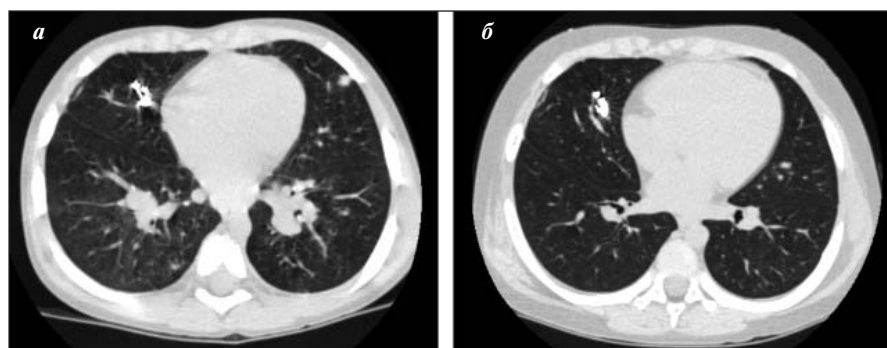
КТ грудной клетки у больного с X-сцепленной гранулематозной болезнью на фоне противомикробной терапии (а) и противомикробной терапии + преднизолон 0,2 мг/кг (б)
